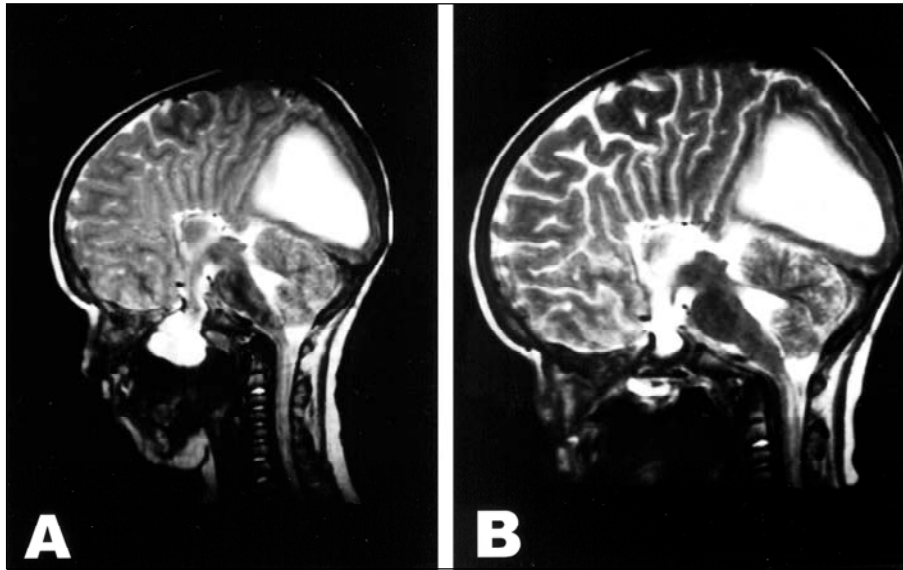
(A) Corte sagital de RM em T2 pré-operatório demonstrando a encefalocele transesfenoidal; (B) Corte sagital de RM em T2 pós-operatório mostrando a redução da encefalocele.
